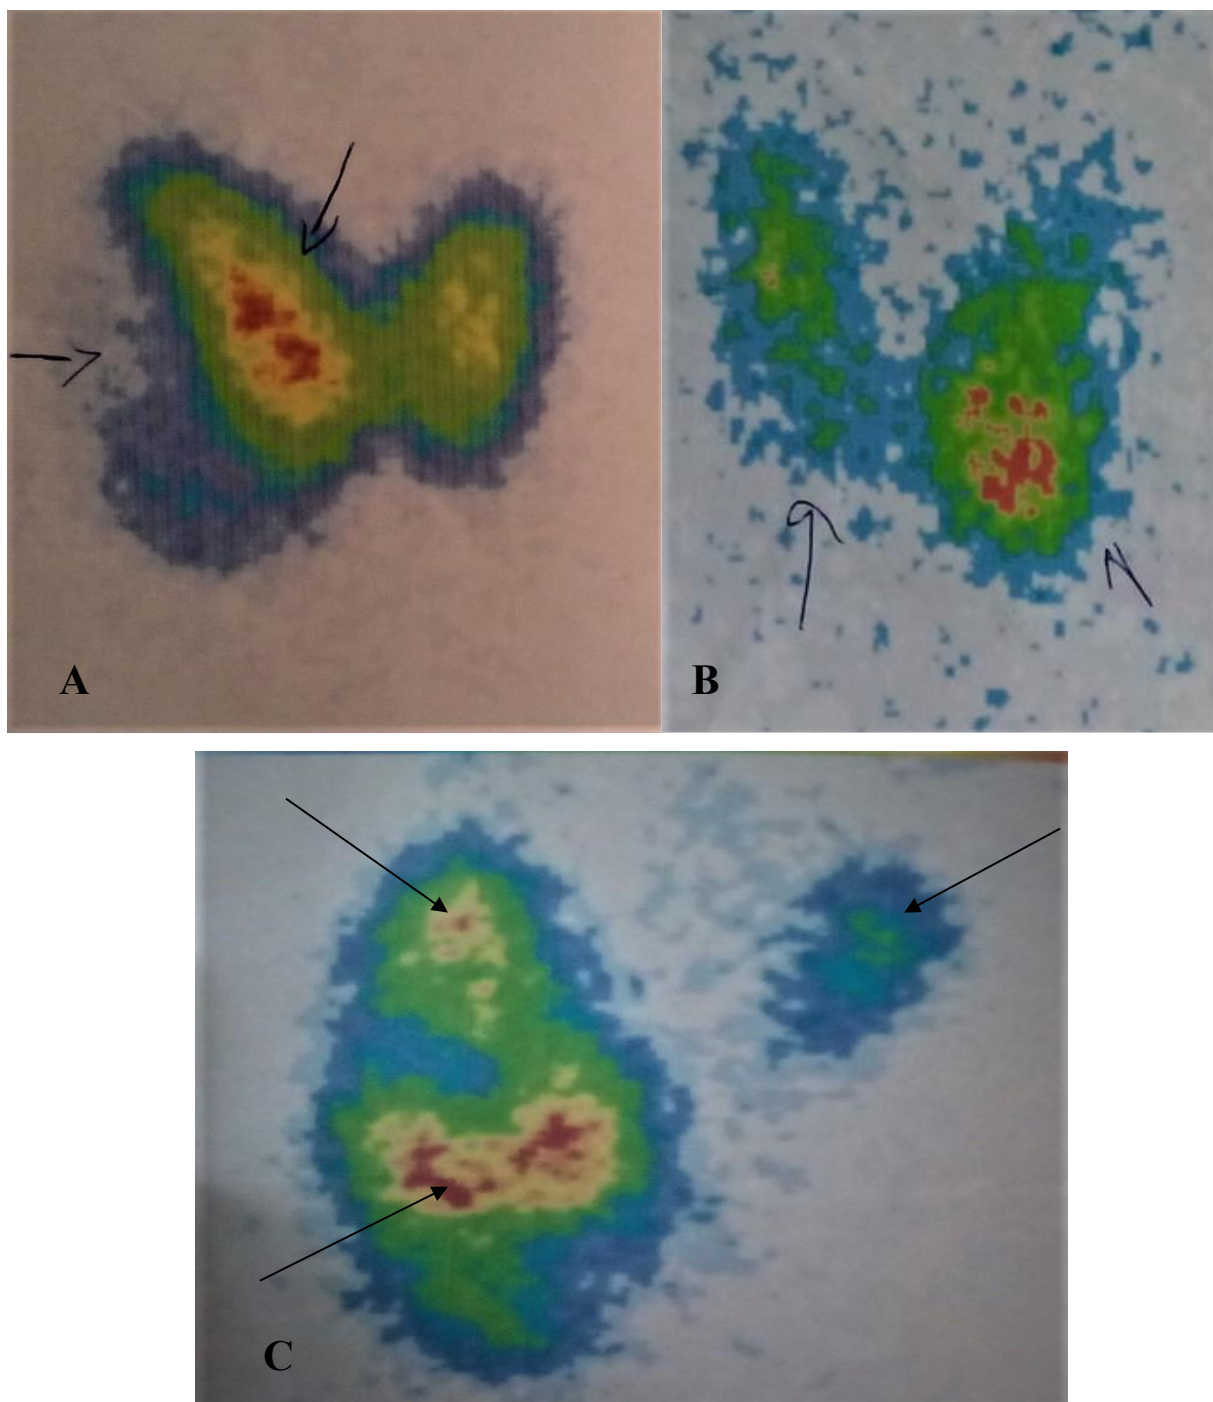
Noduli tiroidieni scintigrafic „fierbinți”:
